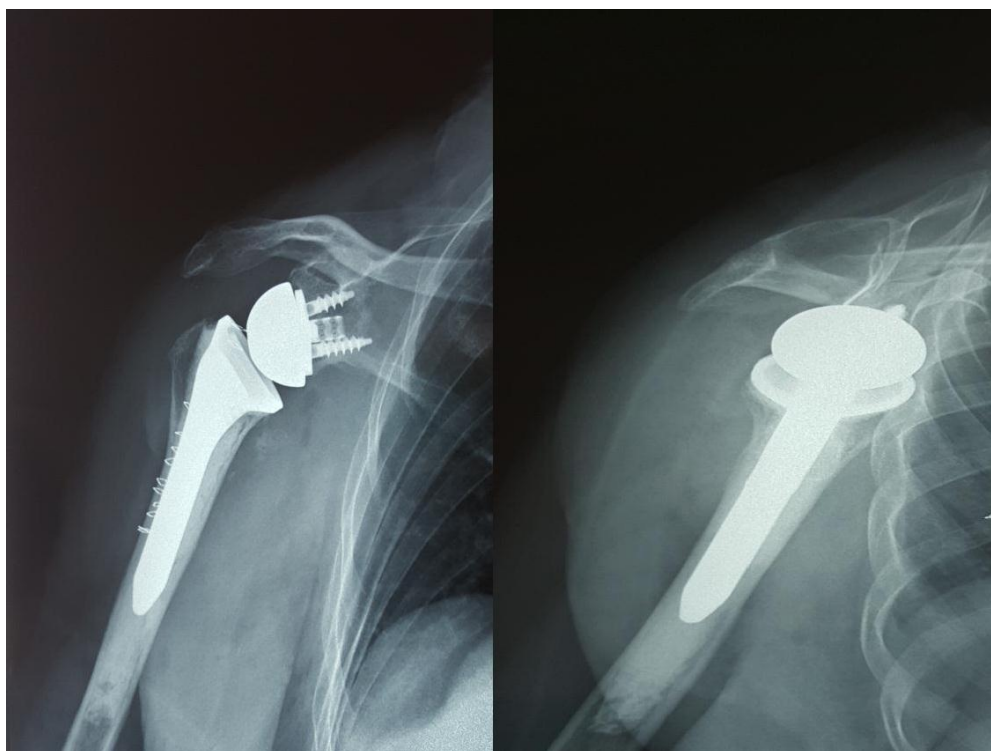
radiographie standard du cas n°4 à J 15 du postopératoire ;de face à gauche et profil axillaire à droite.
